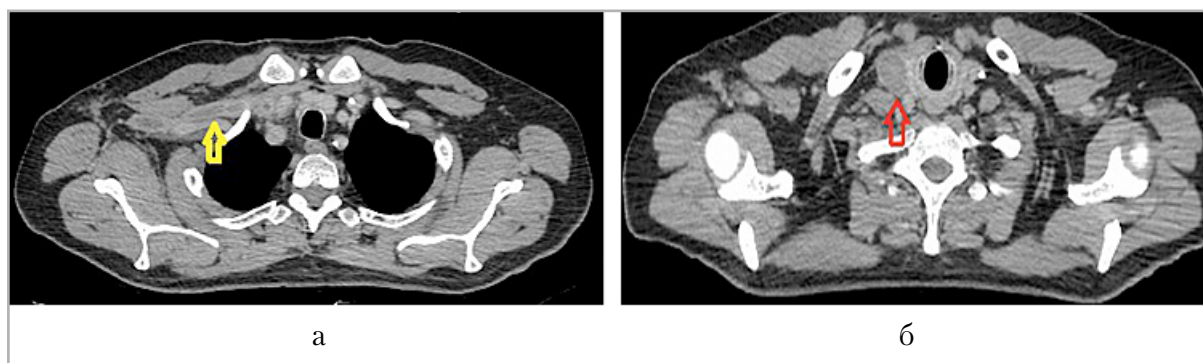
Компьютерная томография органов грудной клетки, венозная фаза, а — тромбоз правой подключичной вены (желтая стрелка), б — правой яремной вены (красная стрелка)
